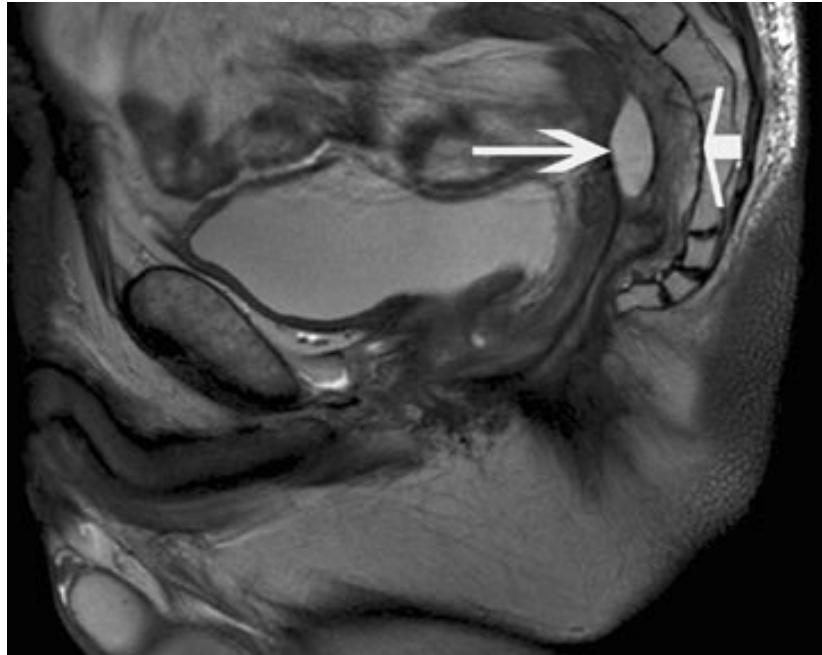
Fibrose pré-sacrée après AAP. IRM en séquence sagittale pondérée en T2.b IRM en coupe axiale T1 après injection de gadolinium et suppression de graisse. La fibrose pré-sacrée entoure une collection liquidienne résiduelle, quatorze mois après l'intervention (AAP).
